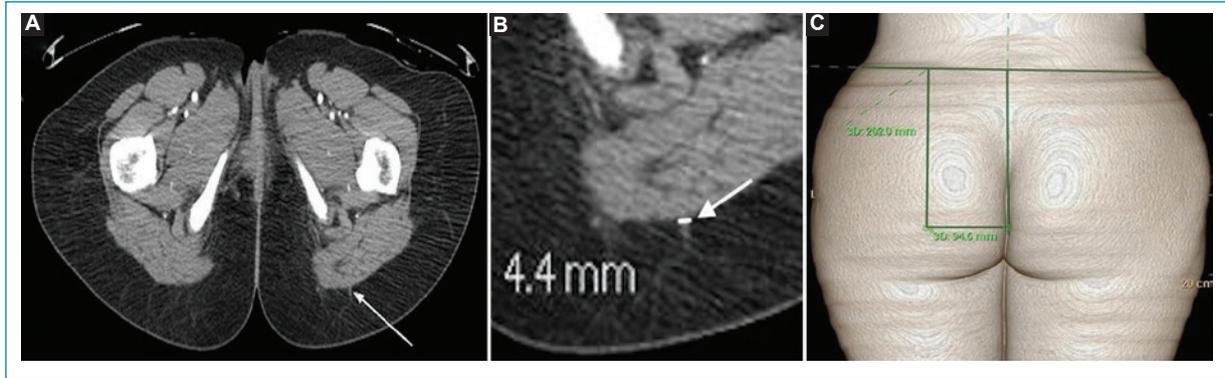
Angiotomografía computada de arterias glúteas inferiores. A y B: perforante musculocutánea (flecha) en dirección posteromedial con un calibre aproximado de 4,4 mm. El trayecto intramuscular es corto. C: reconstrucción coronal para marcación de las distancias en el eje x y en el eje y con perforante localizada a 202 mm de la línea entre las crestas ilíacas y a 94,6 mm en sentido lateral de la línea media.
